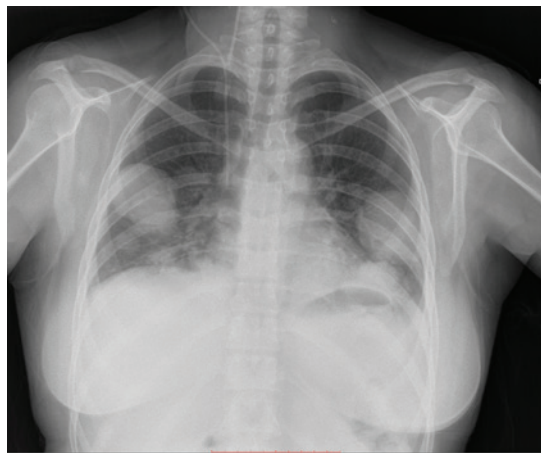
Компьютерная томография органов грудной клетки пациентки Н., 29 лет, до начала лекарственного лечения: множественные метастазы с обеих сторон — в правом легком размерами до 53 × 40 мм, в левом — размерами до 58 × 33 мм
